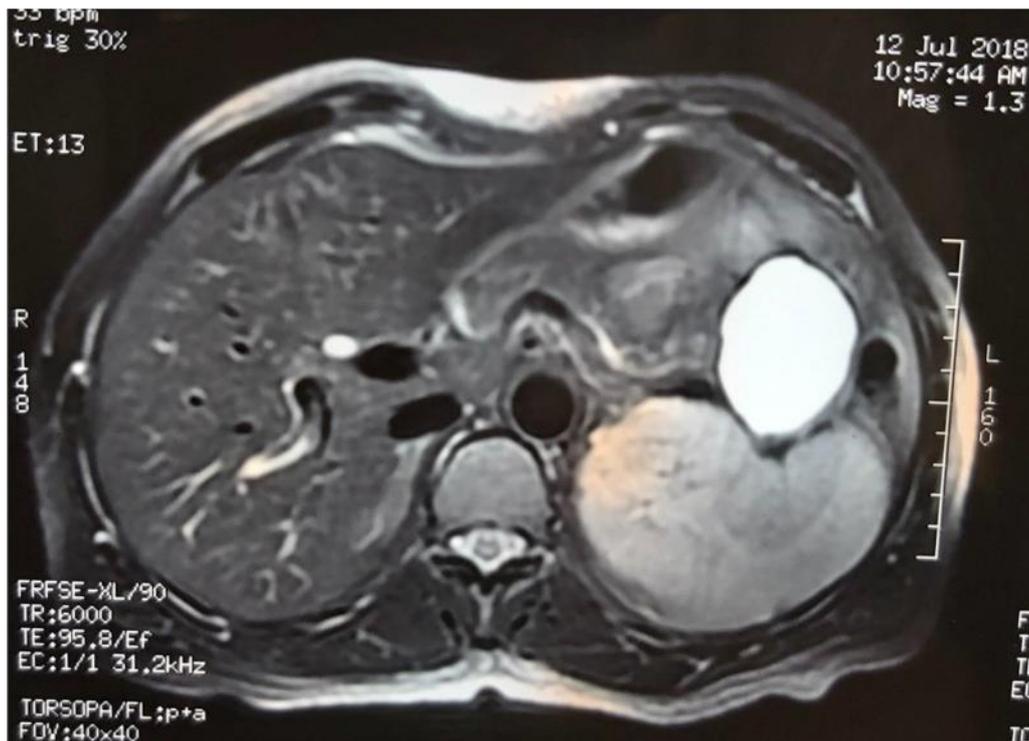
coupe transversale de l'IRM pancréatique montrant la lésion kystique intéressant la région caudale.
